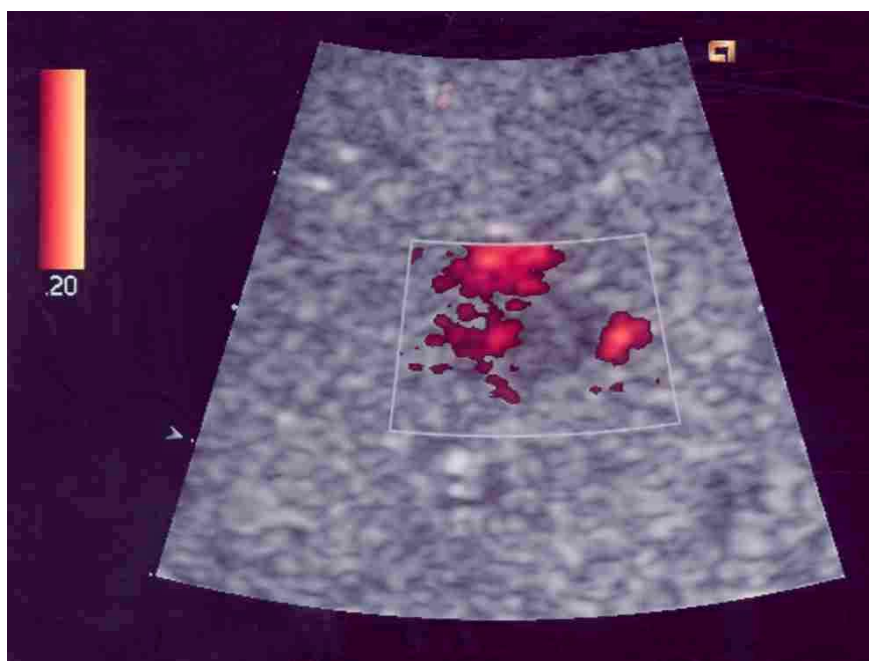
Power-Doppler: Im Randbereich der Läsion Flußsignale detektierbar
